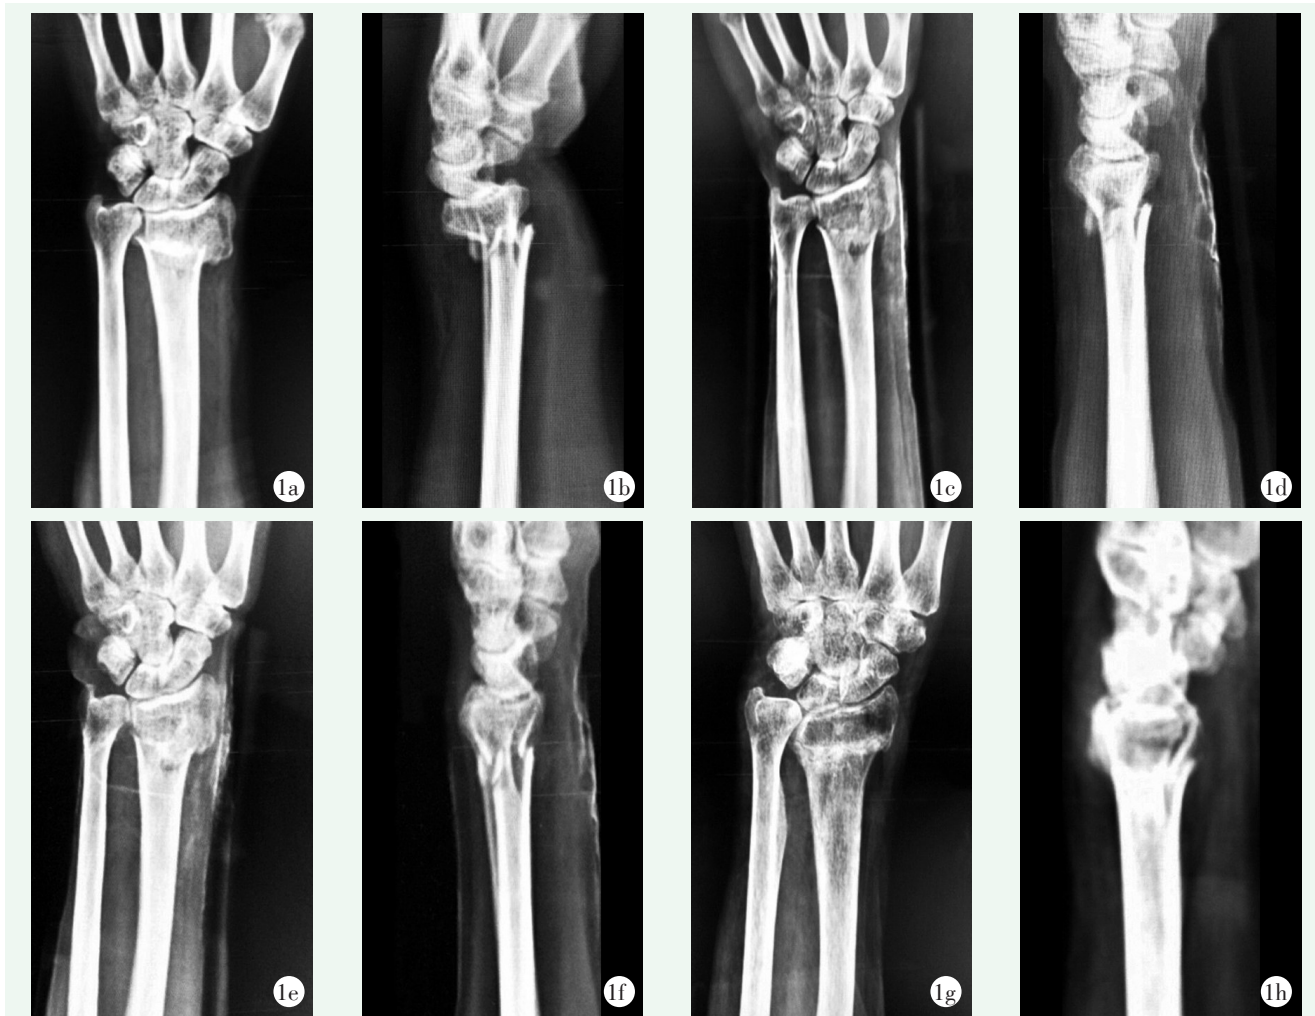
患者,女,83岁,左桡骨远端骨折(AO-C1型) 1a:复位前正位X线片示桡骨远端骨折短缩移位 1b:复位前侧位X线片示桡骨远端骨折,干骺端粉碎骨折 1c:复位即刻正位X线片示桡骨远端对位对线良好,桡骨高度基本正常,尺偏角正常 1d:复位即刻侧位X线片示桡骨远端掌倾角正常 1e:复位后2周正位X线片示桡骨远端轴向移位 <2.5 mm,尺偏角正常 1f:复位后2周侧位X线片示桡骨远端掌倾角正常 1g:复位后3个月正位X线片示桡骨远端骨折已骨性愈合,桡骨远端轴向移位 >2.5 mm,尺偏角变小 1h:复位后3个月侧位X线片示桡骨远端掌倾角变小
